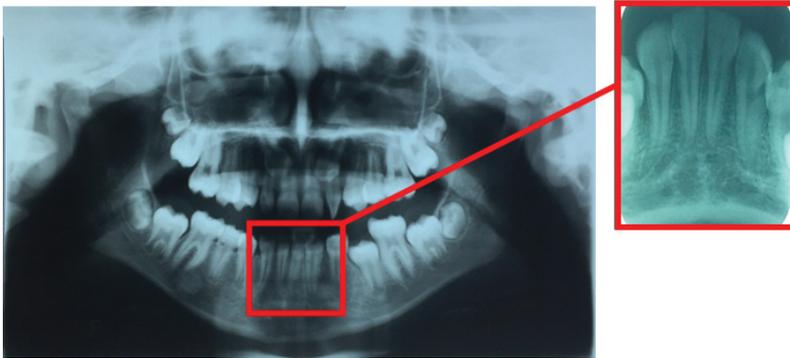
Radiografias panorâmica e periapical de incisivos inferiores.
